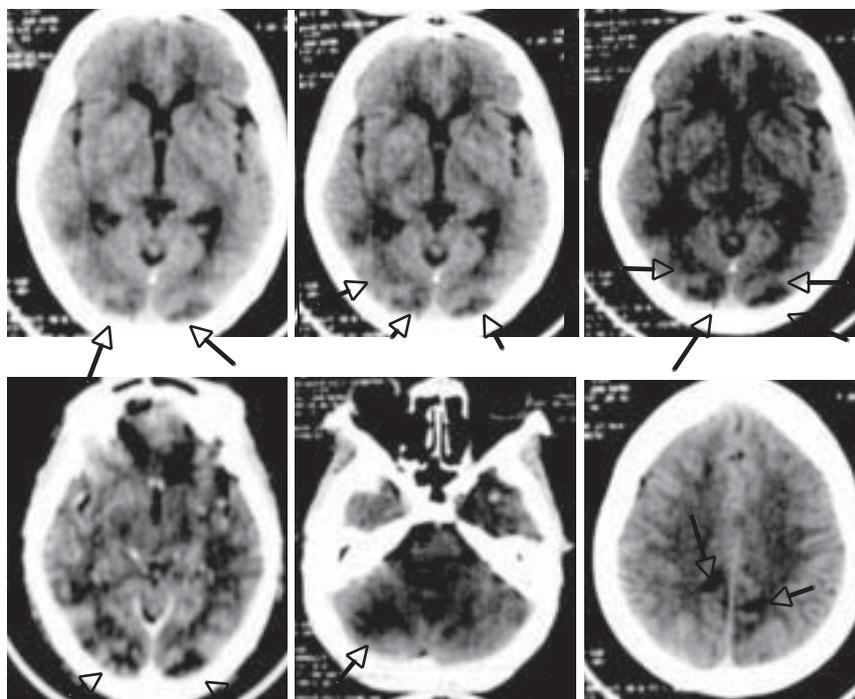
de gauche à droite et de haut en bas. Plages d'hypodensités spontanées cortico-sous-corticales occipitales bilatérales, aspects de lacunes de la capsule interne droite et du centre ovale droit et gauche et aspect d'œdème cérébral diffus (TDM cérébrale)
